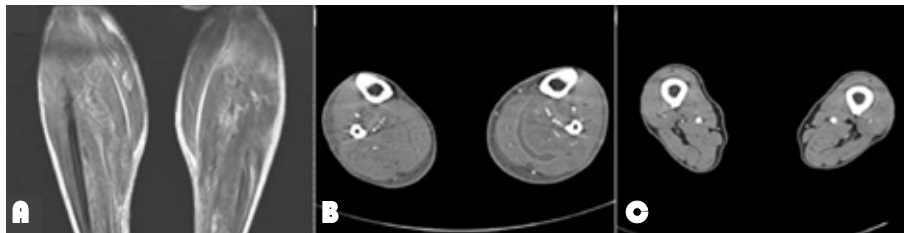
(A) Coronal STIR MR image of both calves on admission shows high signal intensity along the calf muscle, fascia, and subcutaneous tissue. (B) CT scan of lower extremities on the 9th hospital day shows extensive fluid collections with peripheral enhancement within the muscle of both lower legs. (C) Follow up CT scan on the 23th hospital day shows regression of the abscess.
